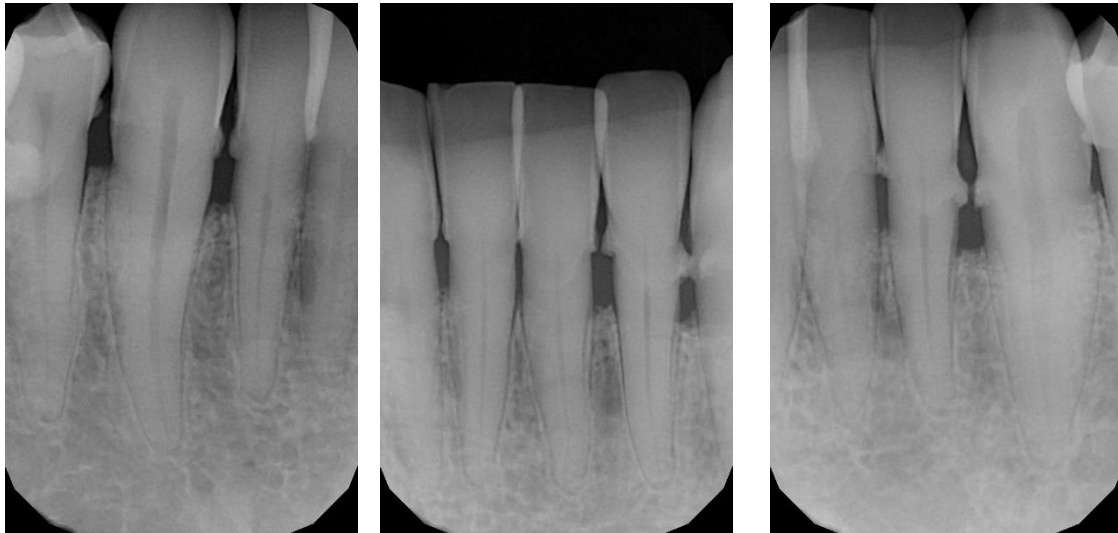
Radiografías periapicales del sector anterior inferior.
